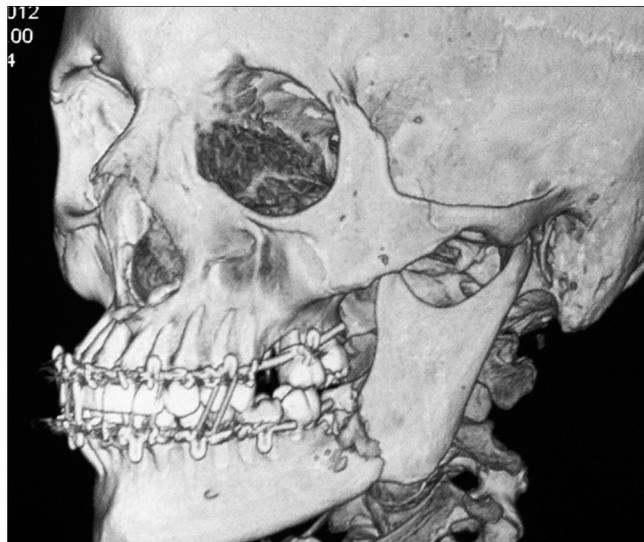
Компьютерная томограмма пациентки С., 39 лет. Видна линия перелома в области угла нижней челюсти слева.
